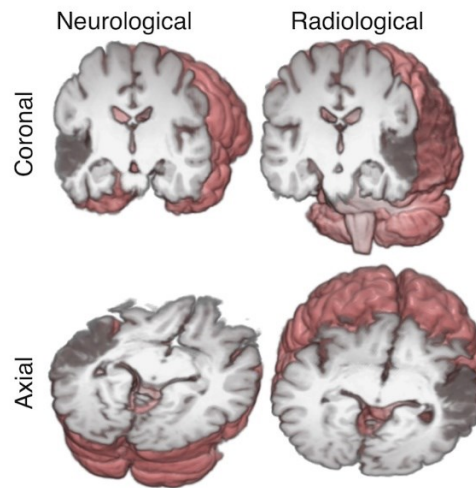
il soggetto ha un ictus nel lobo temporale sinistro, che causa un'area scura nell'immagine della RM.
